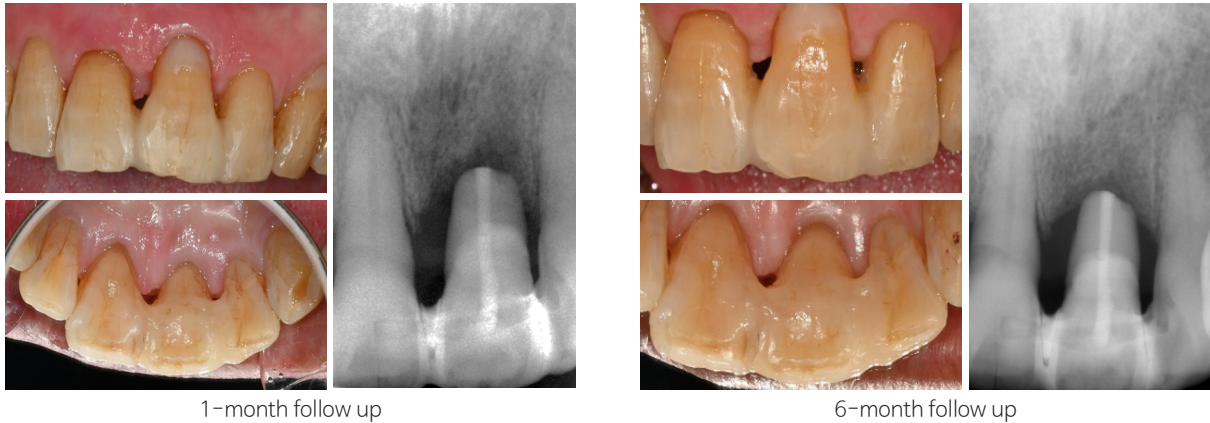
개월 후 6개월 후 임상사진 및 치근단 방사선 사진.
